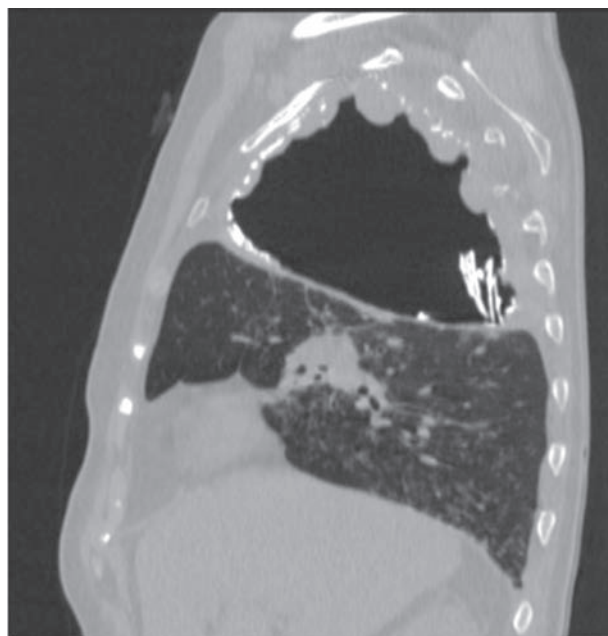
КТ грудной полости, сагиттальная плоскость - олеоторакс после дренирования. Видны отслоившиеся от стенок игольчатые обызвествления, свободно лежащие в олеотораксе.
